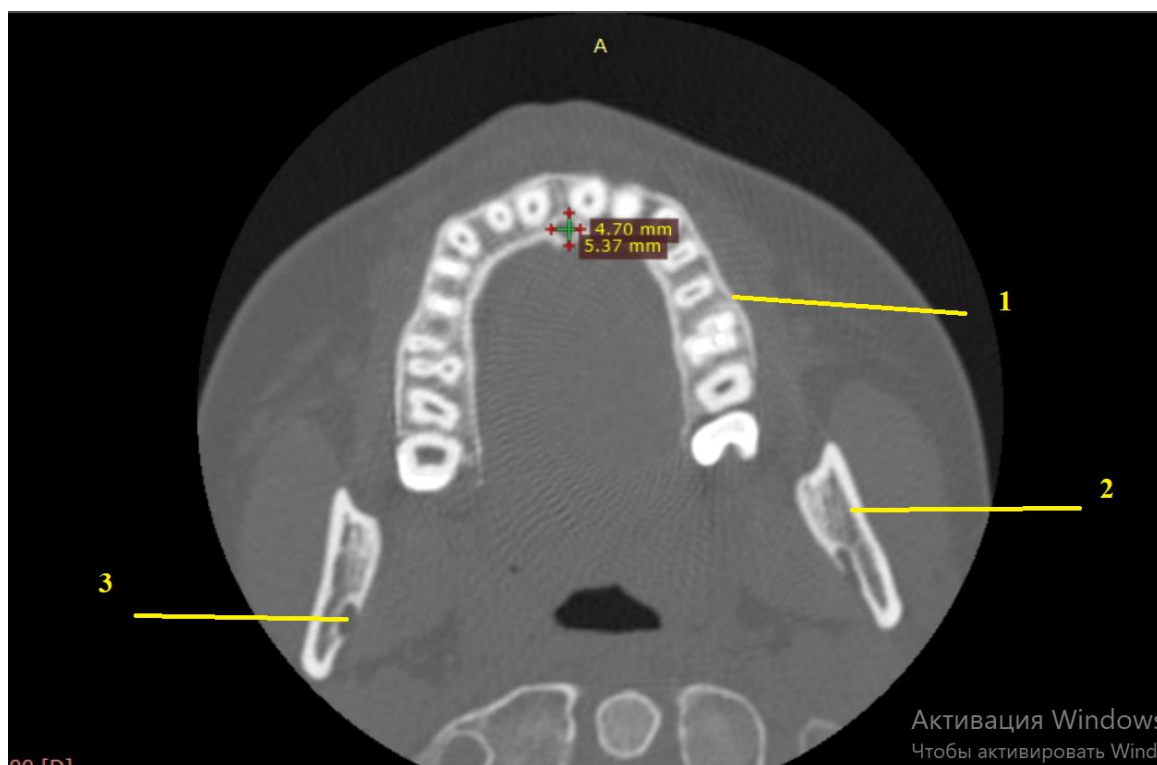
СКТ. Аксиальний зріз. 1 – альвеолярний відросток, 2 – дуга нижньої щелепи, 3 – канал нижньої щелепи. Цифрами позначено розміри різцевого каналу.
